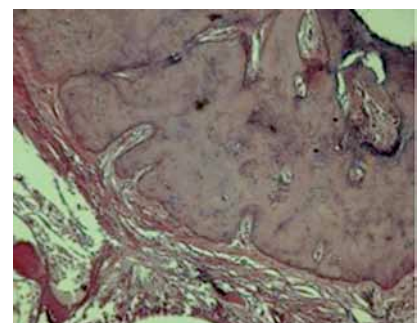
RealSeal sellado. El ligamento periodontal y los muñones periapicales presentan vitalidad, sin inflamación. Hematoxilina y Eosina. 100X
